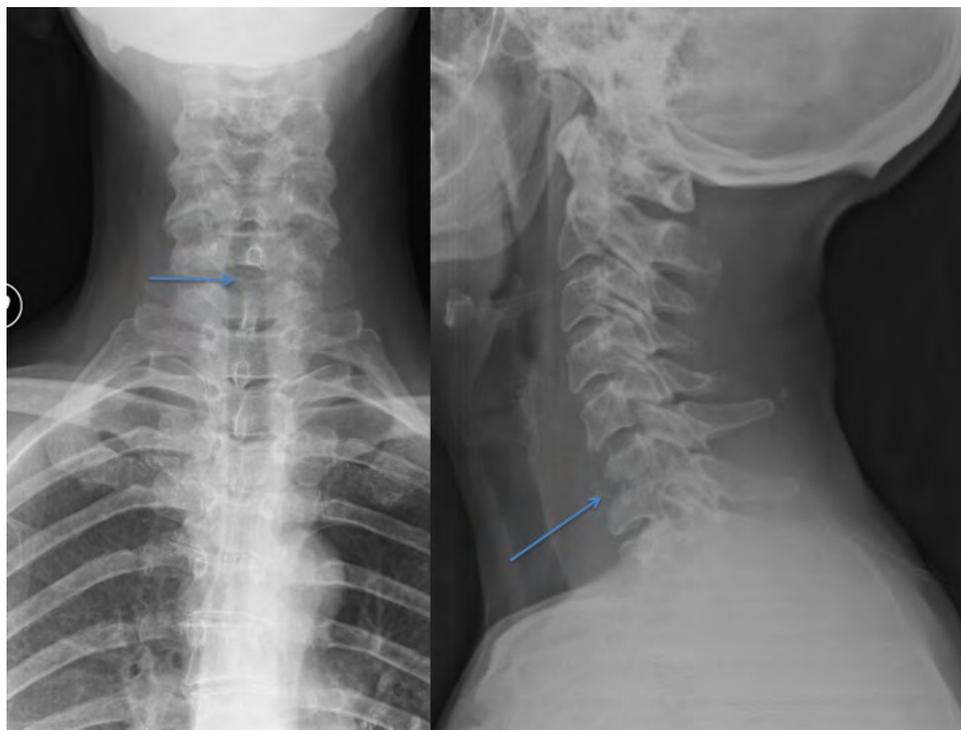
Radiografía de columna cervical, antero-posterior y lateral, en la que se aprecia pérdida de altura del disco C6-C7 con irregularidades en los platillos vertebrales articulares, calcificaciones anteriores y aumento de partes blandas prevertebrales, compatible con espondilodiscitis.
